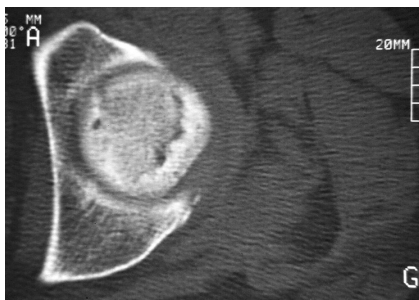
TC de caderas. Fractura subcondral correspondiente a osteonecrosis estadio 3, irreversible.
